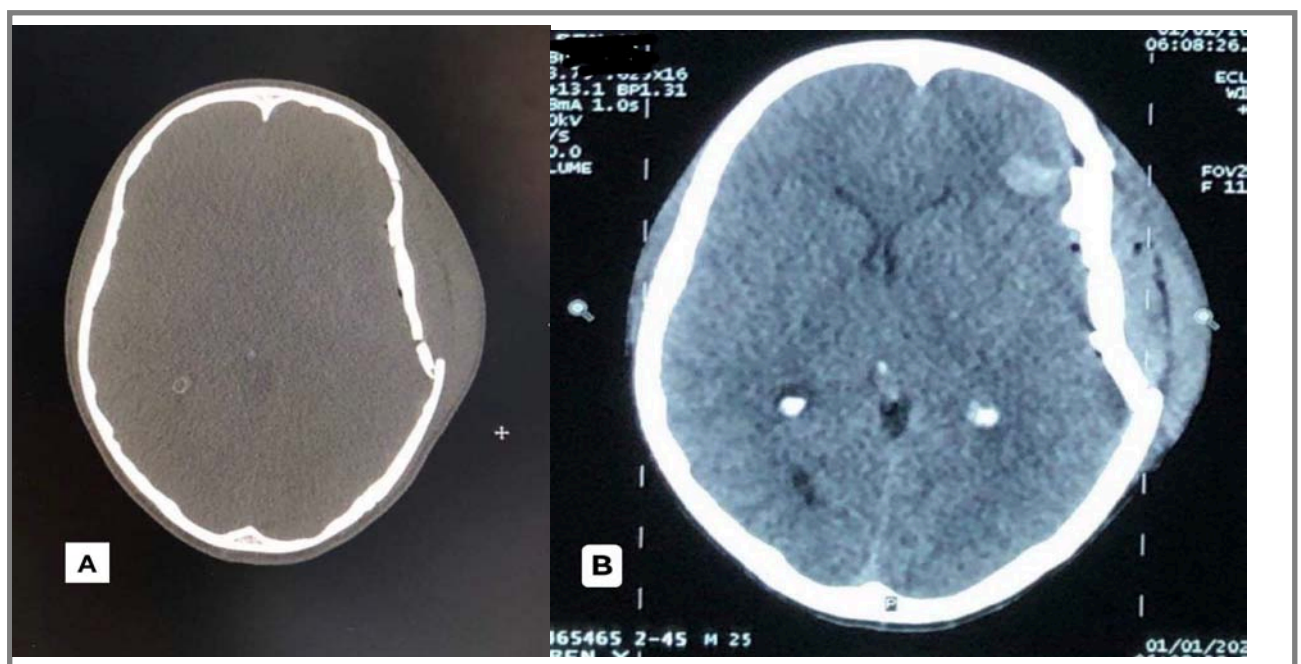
TDM cérébrale en coupes axiales :
